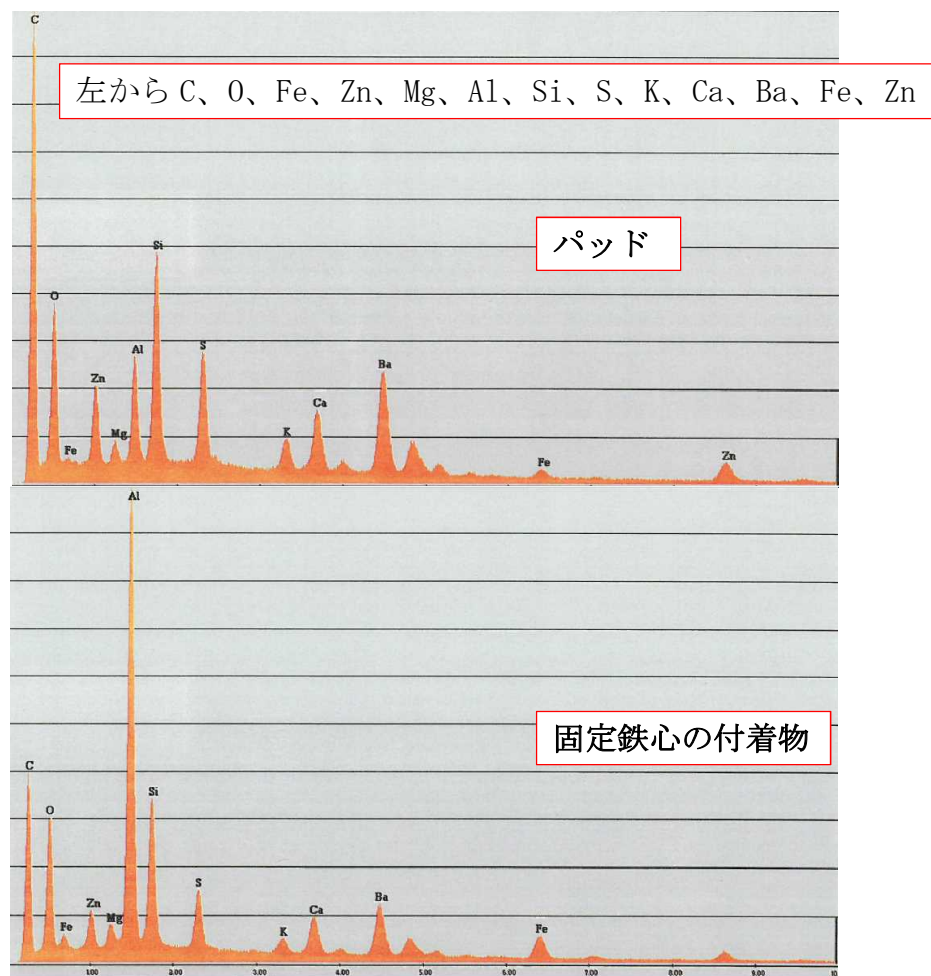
元素分析（スペクトルの比較、横軸が試料から出る特性X線のエネルギーレベル (keV) で、縦軸はその特性X線の強度 (カウント) である。)
